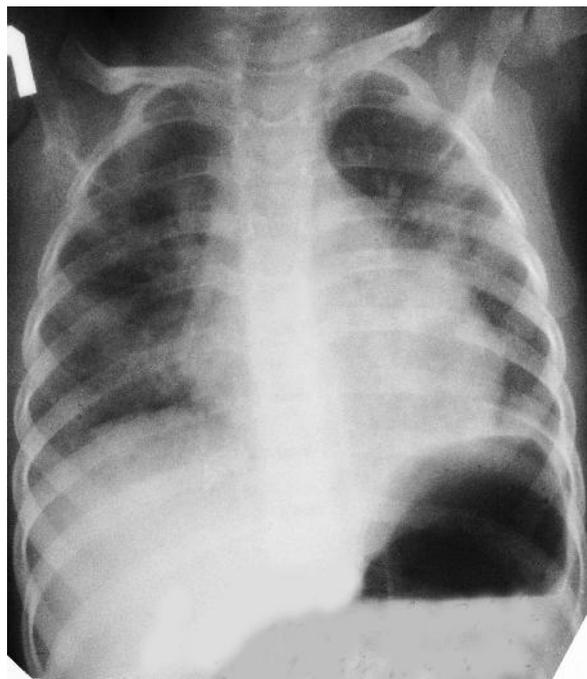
Обзорная рентгенограмма ОГК, прямая проекция (18.02.2007 г.)
